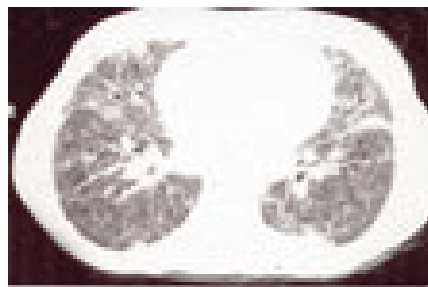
TAC torácica com cortes de alta resolução (1 mm) - padrão pulmonar em “vidro despolido” generalizado tipo alveolar com reticulação intra-lobular e pequenos quistos, traduzindo fibrose pulmonar.
